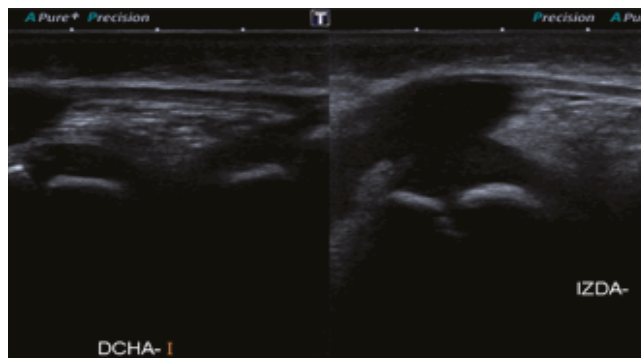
Ecografía de rodilla izquierda durante el primer ingreso.
